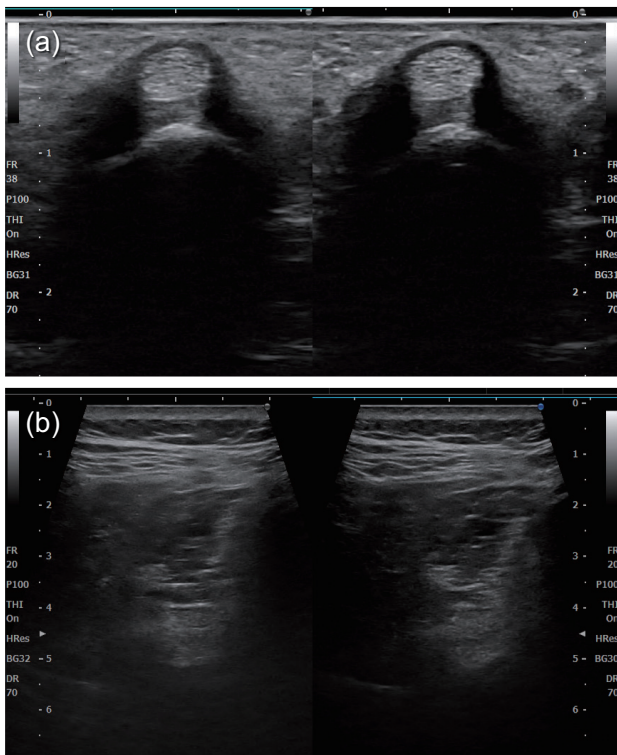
Example of clinical ultrasound image with SONIMAGE MX1.
